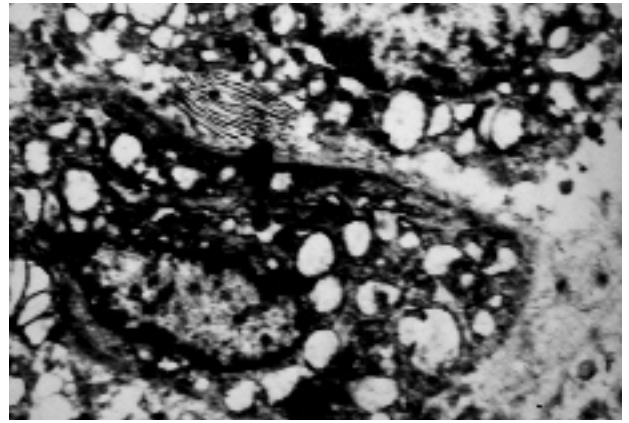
Ультраструктура пухлинної тканини після проведення інтенсивної ГТ у дозі 25 Гр на фоні СКТ із застосуванням ентросорбції у хворих на РПК.
